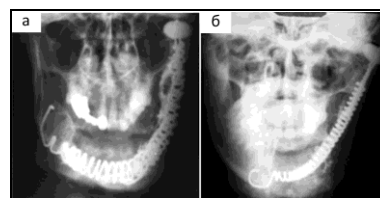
Различная степень несостоятельности эндопротезов головки нижней челюсти у пациентов группы I сразу после операции. а – передний подвывих, пациент С-в; б – латеральный подвывих, пациентка Е-ва. Рентгенограммы.
